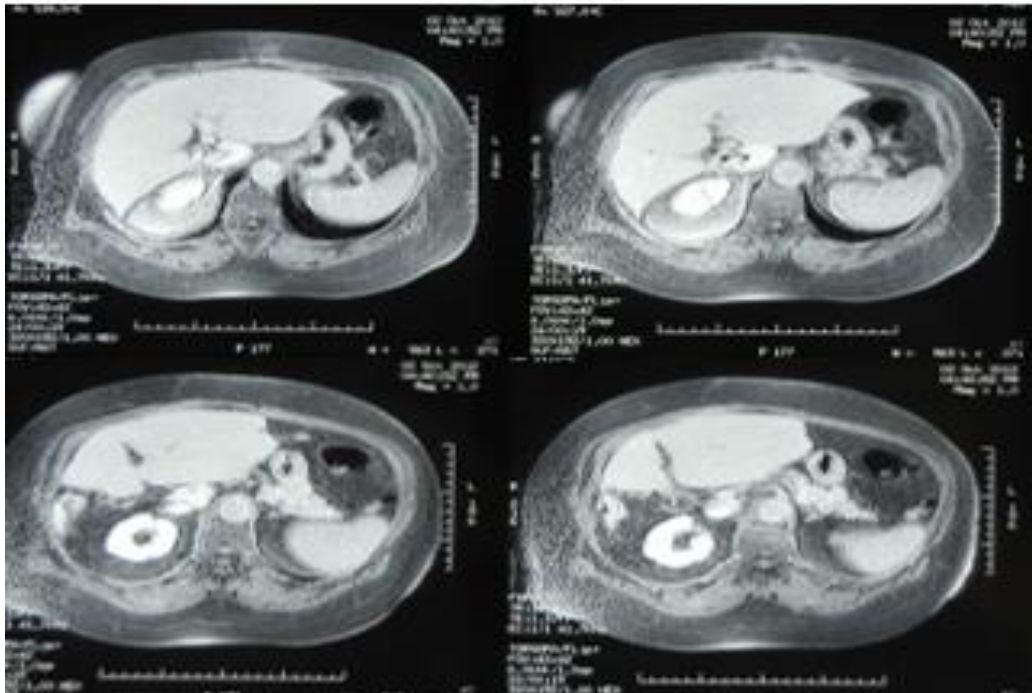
TDM abdomino-pelvienne coupe transversale C-, cas n°1.
